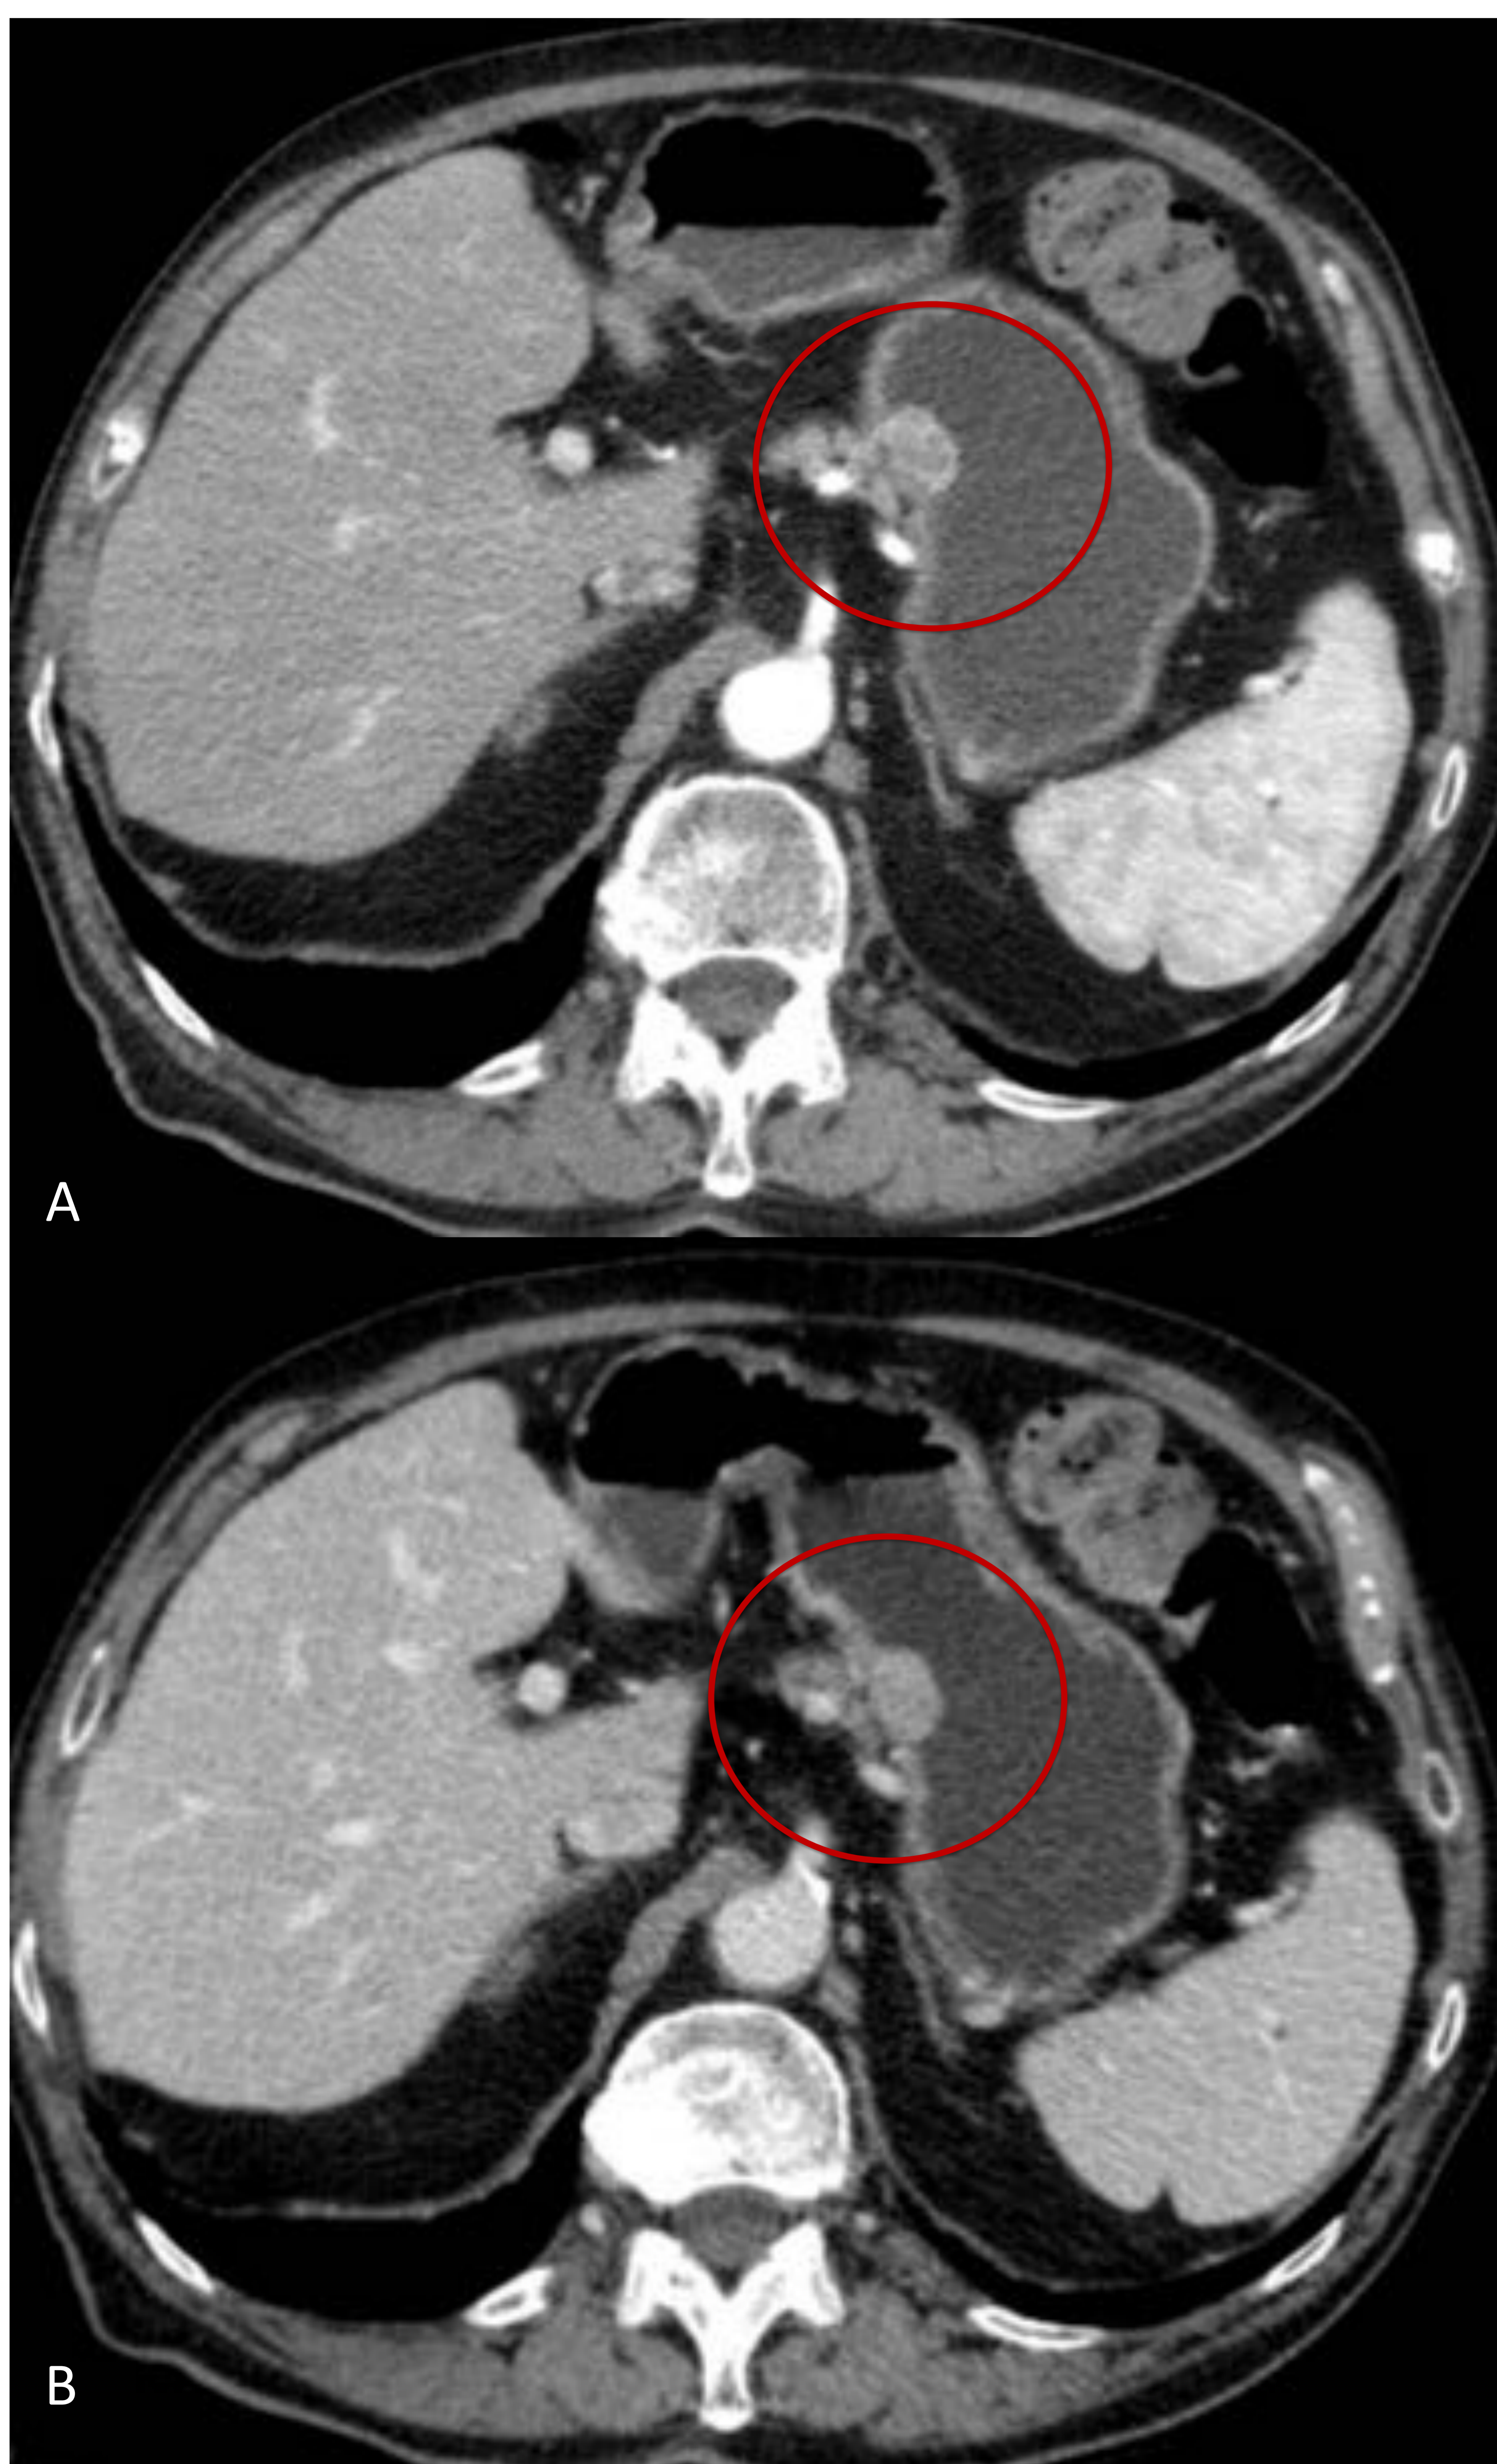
Tumor carcinoide gástrico. A y B. Axial arterial y portal de TC Abdominopélvico tras CIV. C y D. Pre y post biopsia por gastroscopia. Lesión polipoidea con crecimiento endoluminal (círculo rojo) en curvatura menor de cuerpo gástrico. La anatomía patológica determino tumor neuroendocrino bien diferenciado (G1), con sinaptofisina y cromogranina ++.
